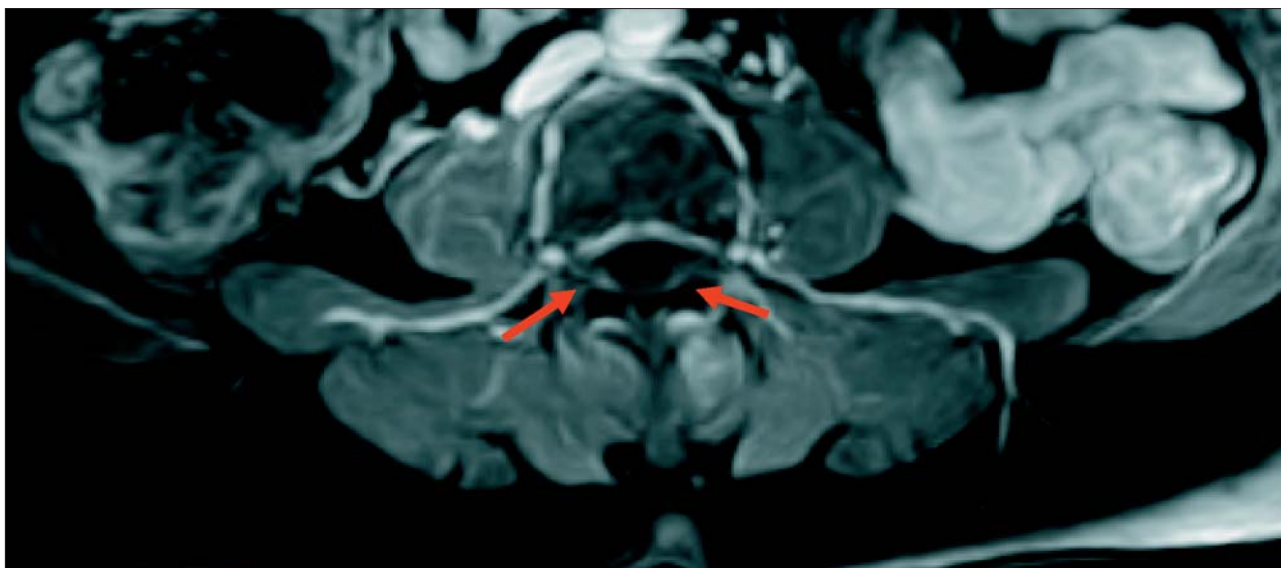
Immagine angio-RM assiale: inconsueto enhancement venoso dopo somministrazione di gad-DTPA del plesso epidurale posteriore (freccie rosse)
